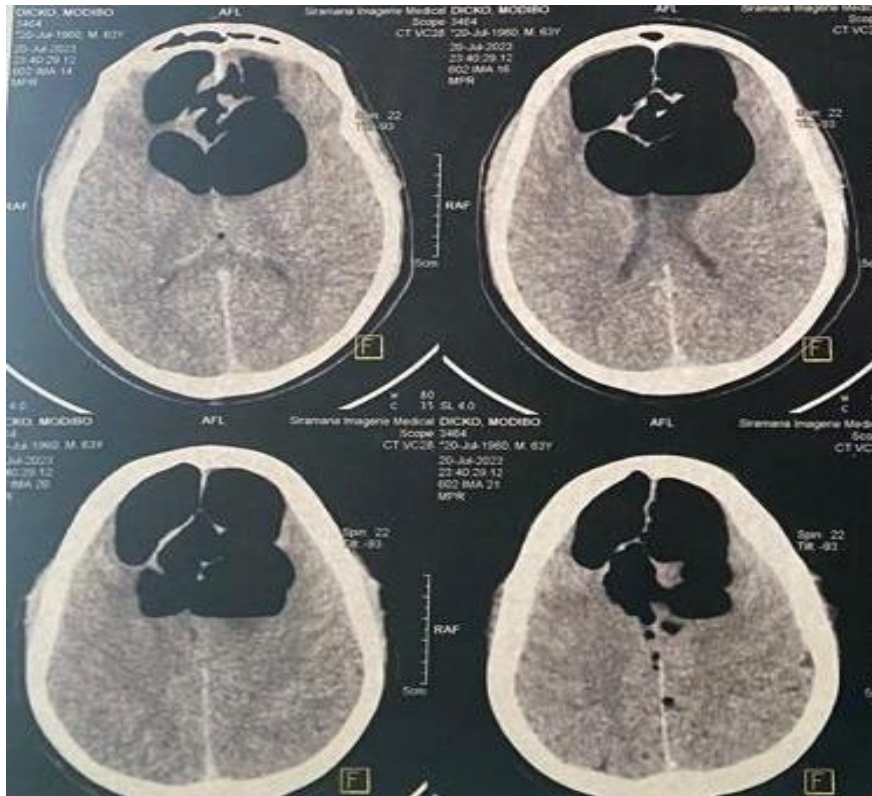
TDM crâniocérébrale illustrant des volumineuses pneumocephalies frontales bilatérales post traumatique chez un patient de 63 ans
